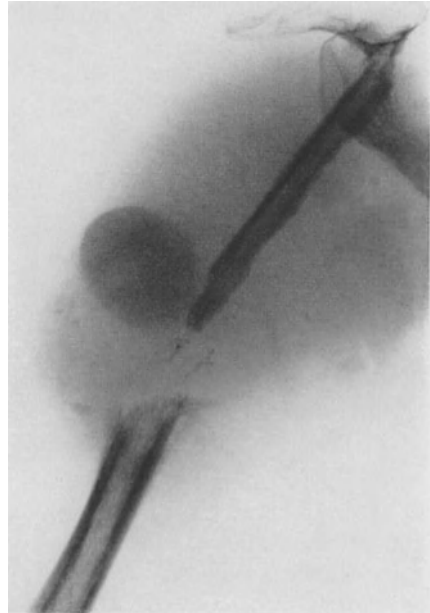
Zugehöriges Röntgenbild.
